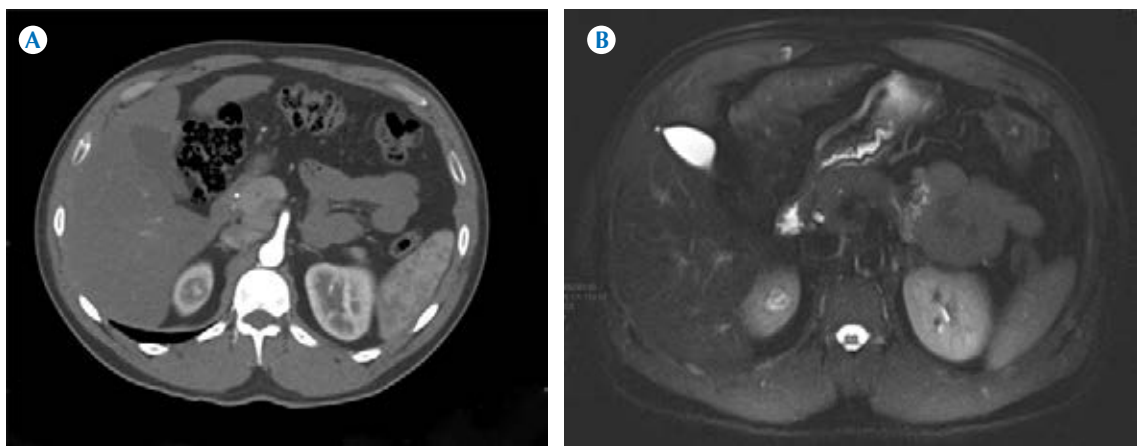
A) Tomografía axial computada, fase arterial: lesión nodular en el polo superior del riñón derecho (nótese el realce central de la lesión). B) Resonancia magnética, plano axial, secuencia T2: lesión hiperintensa con halo periférico hipointenso. Lesión quística grado III de Bosniak.
